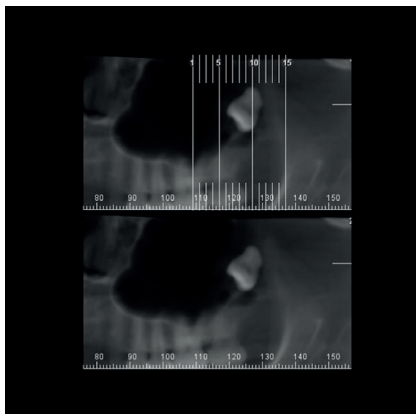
Radiografía panorámica postoperatoria de la primera cirugía
